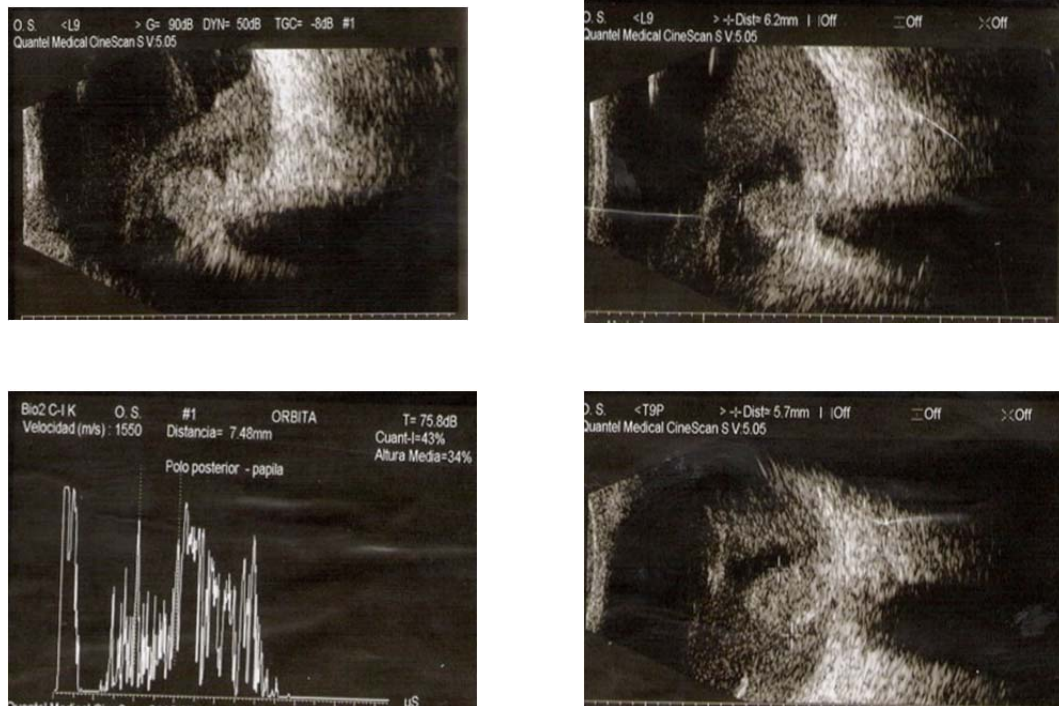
Ecografía modo A y B de ojo izquierdo.
